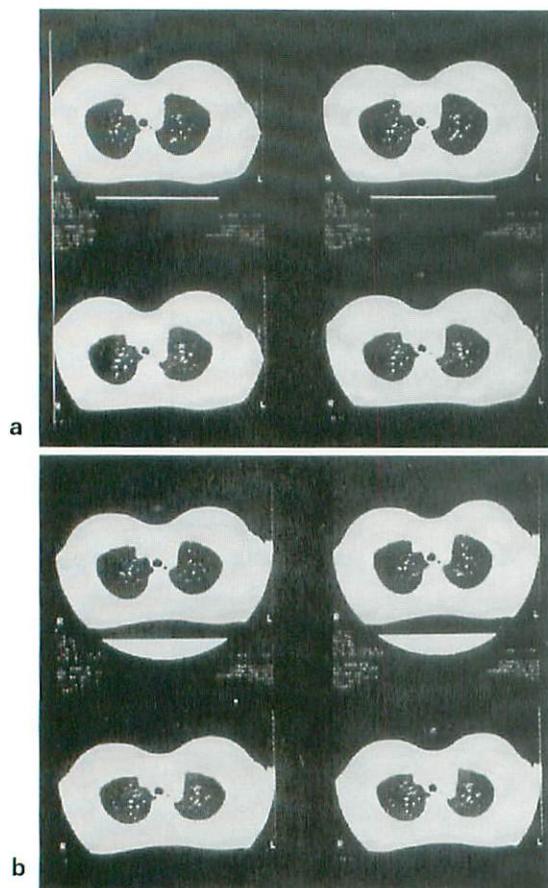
Serial ultrafast CT scans of 3mm sections in a patient with asthma.
